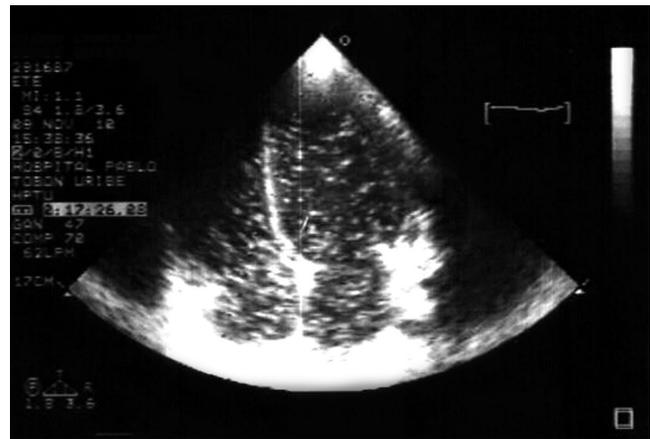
Ecocardiografía contrastada de la paciente con trombosis portal y síndrome hepatopulmonar, se demuestra paso de contraste después del 5° latido y presencia de burbujas en las cavidades derechas e izquierdas.
